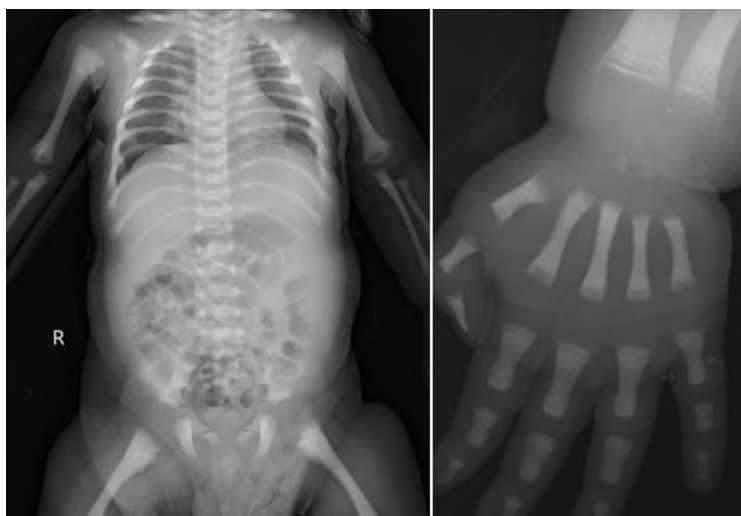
The radiographic examination
